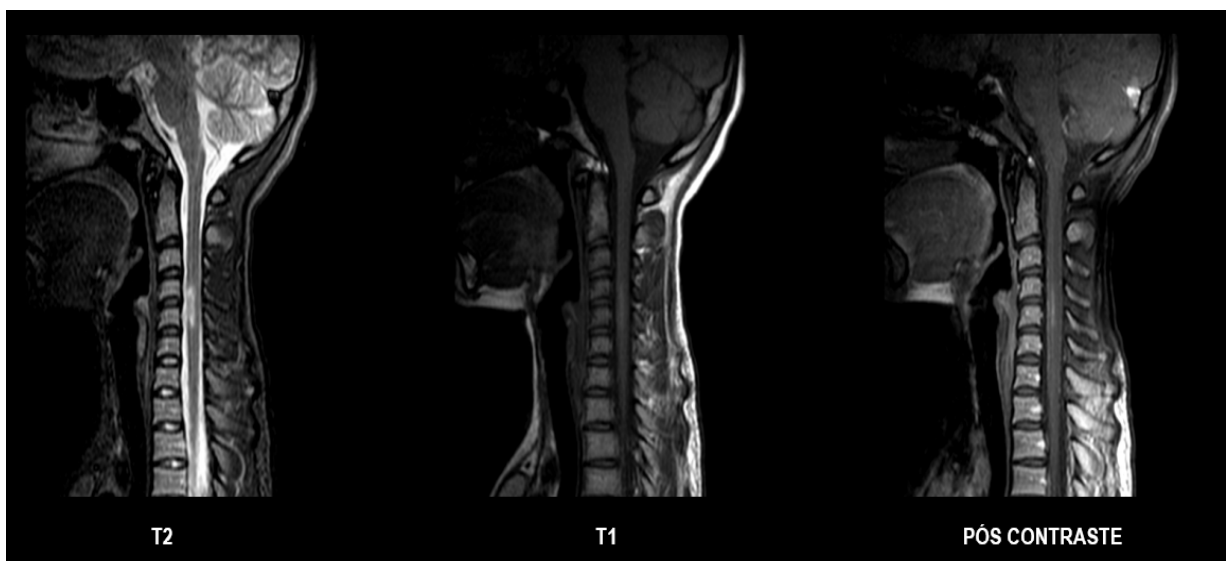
RM de coluna cervical evidenciando área de alteração de sinal na medula espinhal, ao nível de C4-C5, sem captação de contraste.
